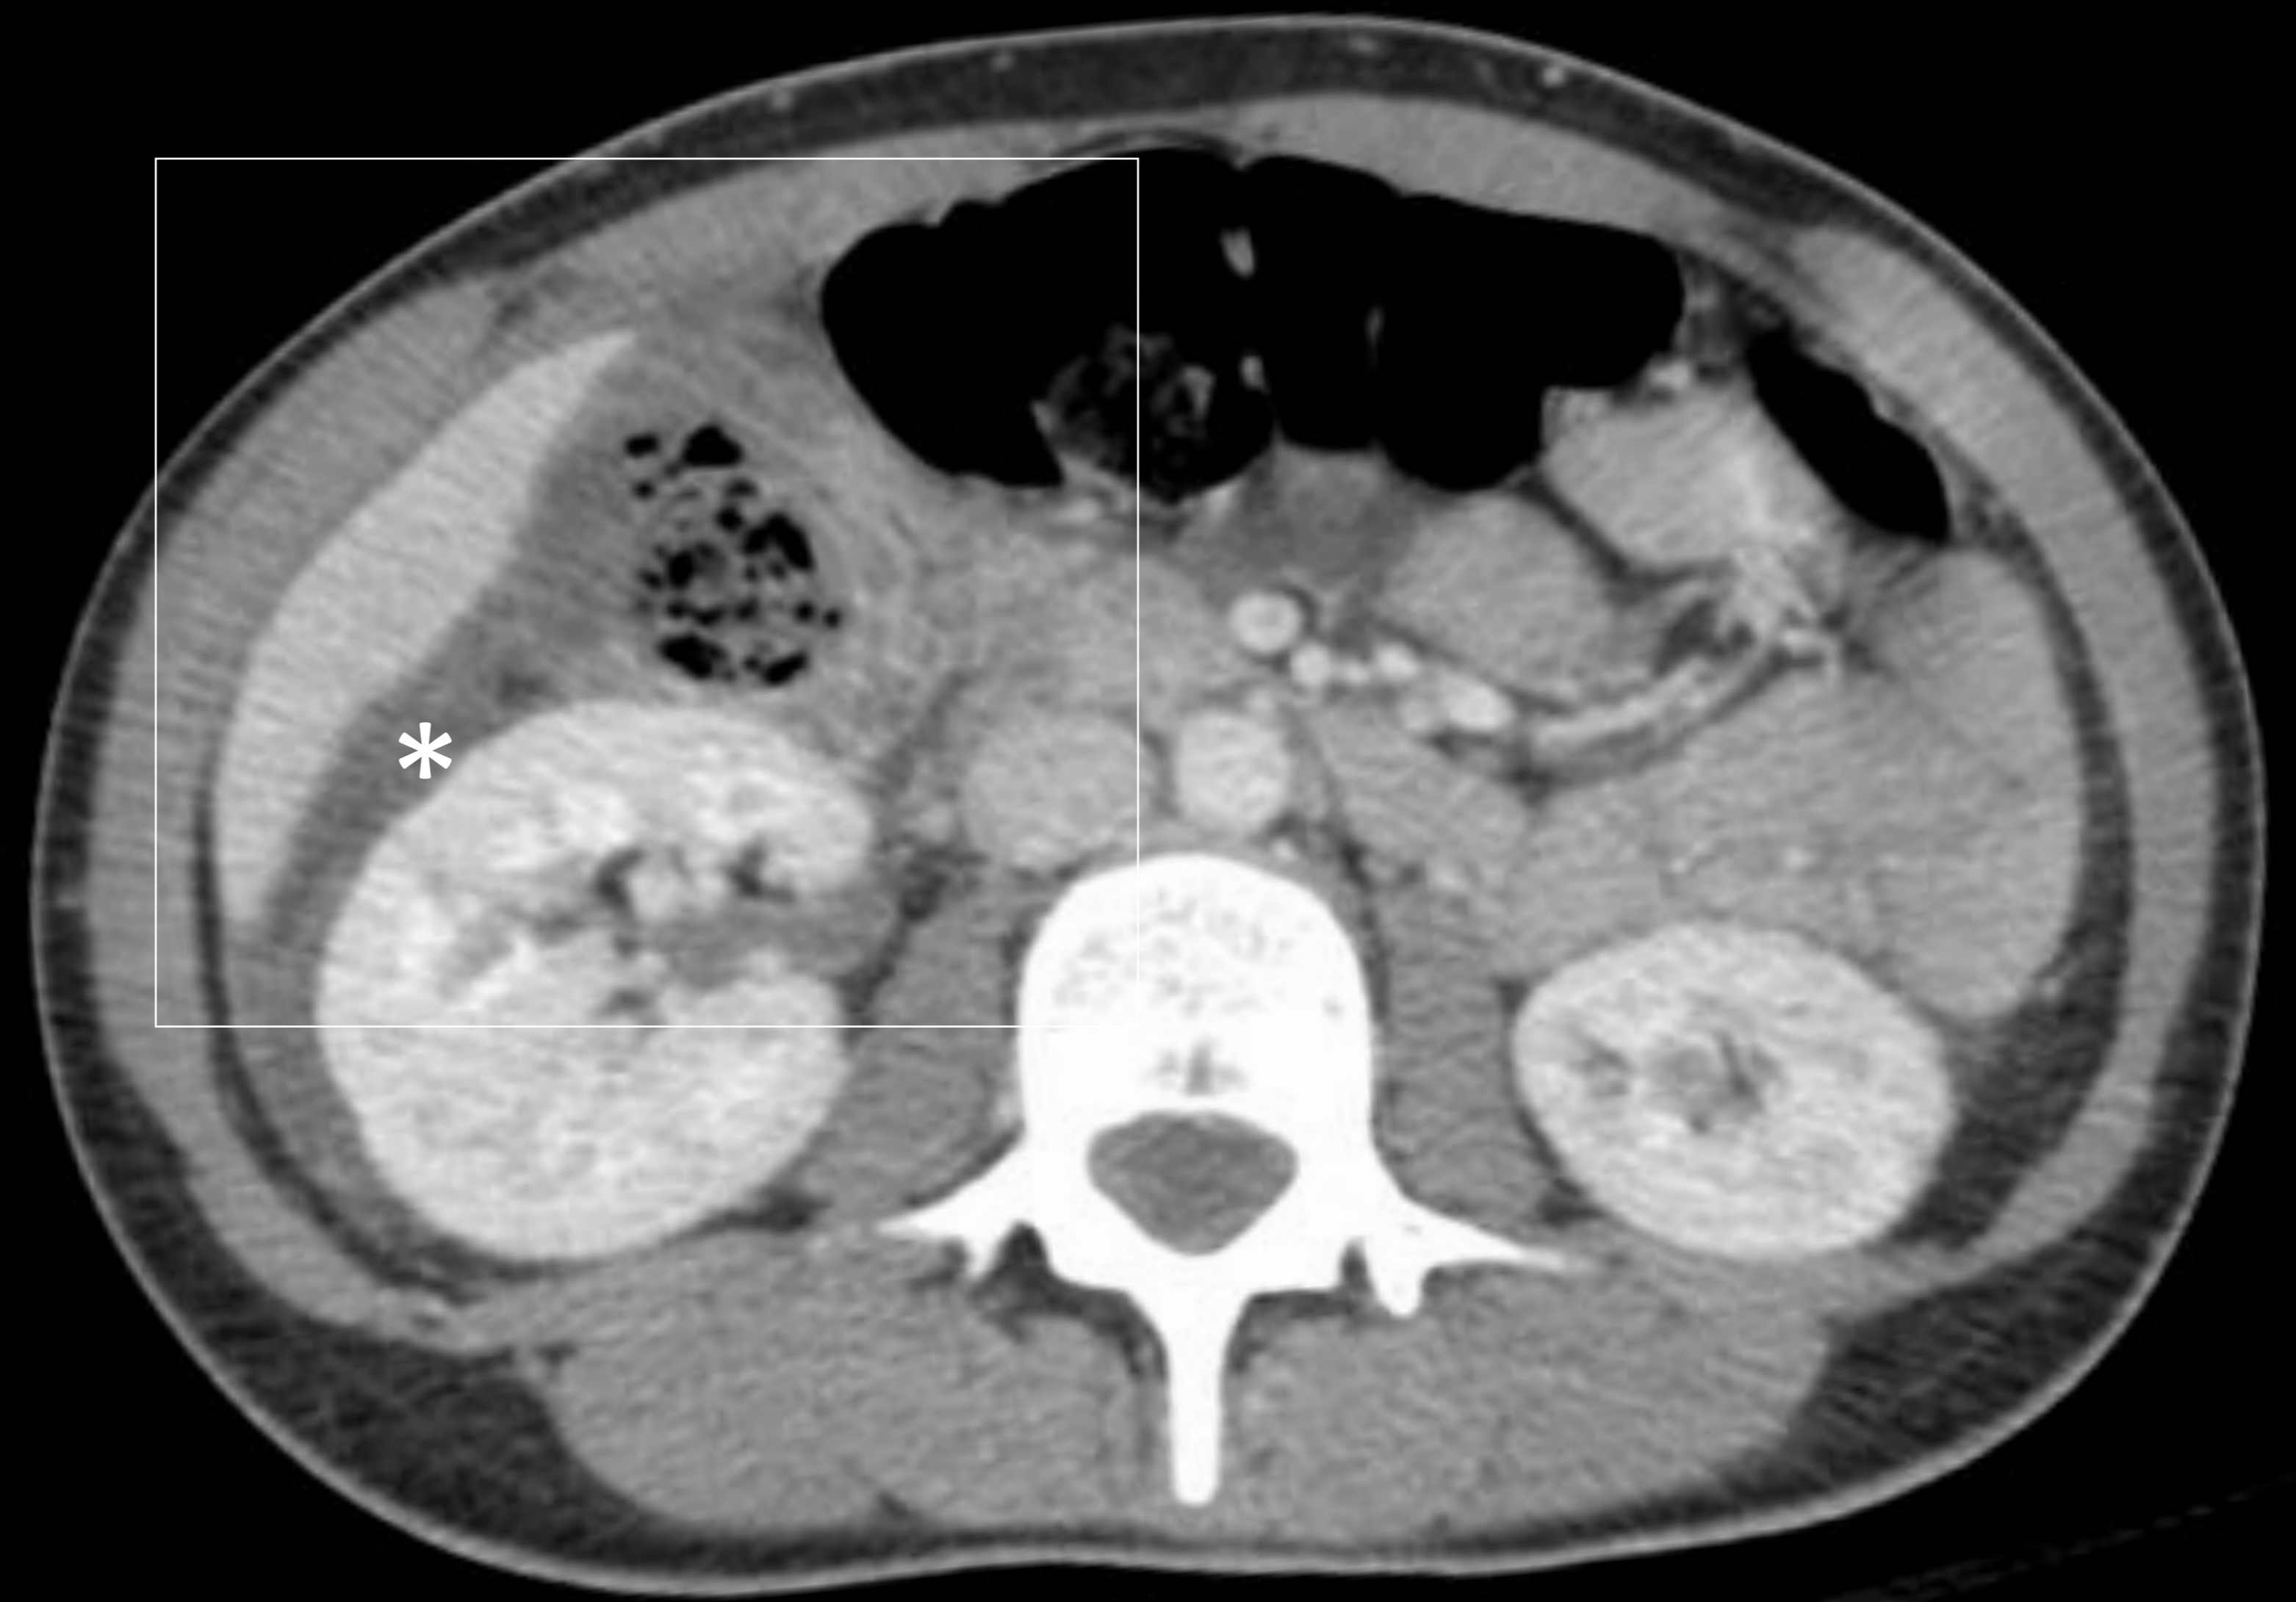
Mujer de 44 años con sospecha de colecistitis aguda. Imagen de ecografía abdominal (A) en la que se aprecia una colección líquida retroperitoneal derecha (asterisco blanco) con artefacto aéreo de vecindad (cabeza de flecha). Imagen TC abdominal axial (B) y coronal (C). Se aprecia una formación de paredes bien definidas y contenido en miga de pan (flecha) que parece depender del margen lateral de la segunda porción duodenal con importantes cambios inflamatorios de vecindad (asterisco). En el estudio de seguimiento se aprecia disminución de los cambios inflamatorios y un divertículo duodenal de gran tamaño en esta localización (flecha negra). Los hallazgos eran concordantes con una diverticulitis duodenal
